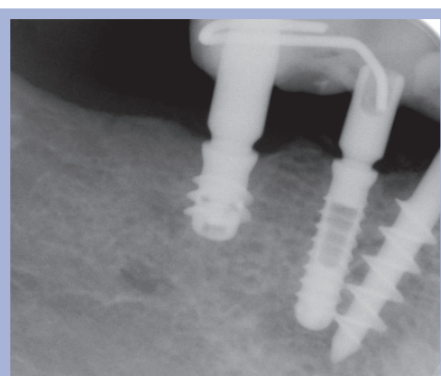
Immagine radiografica di protesi parziale "estemporanea" a carico immediato su impianto corto ed impianto di piccolo diametro (provvisorio su moncone standard cilindrico non fresato e tappo di guarigione mediante filo e composito). Controllo a 3 anni
